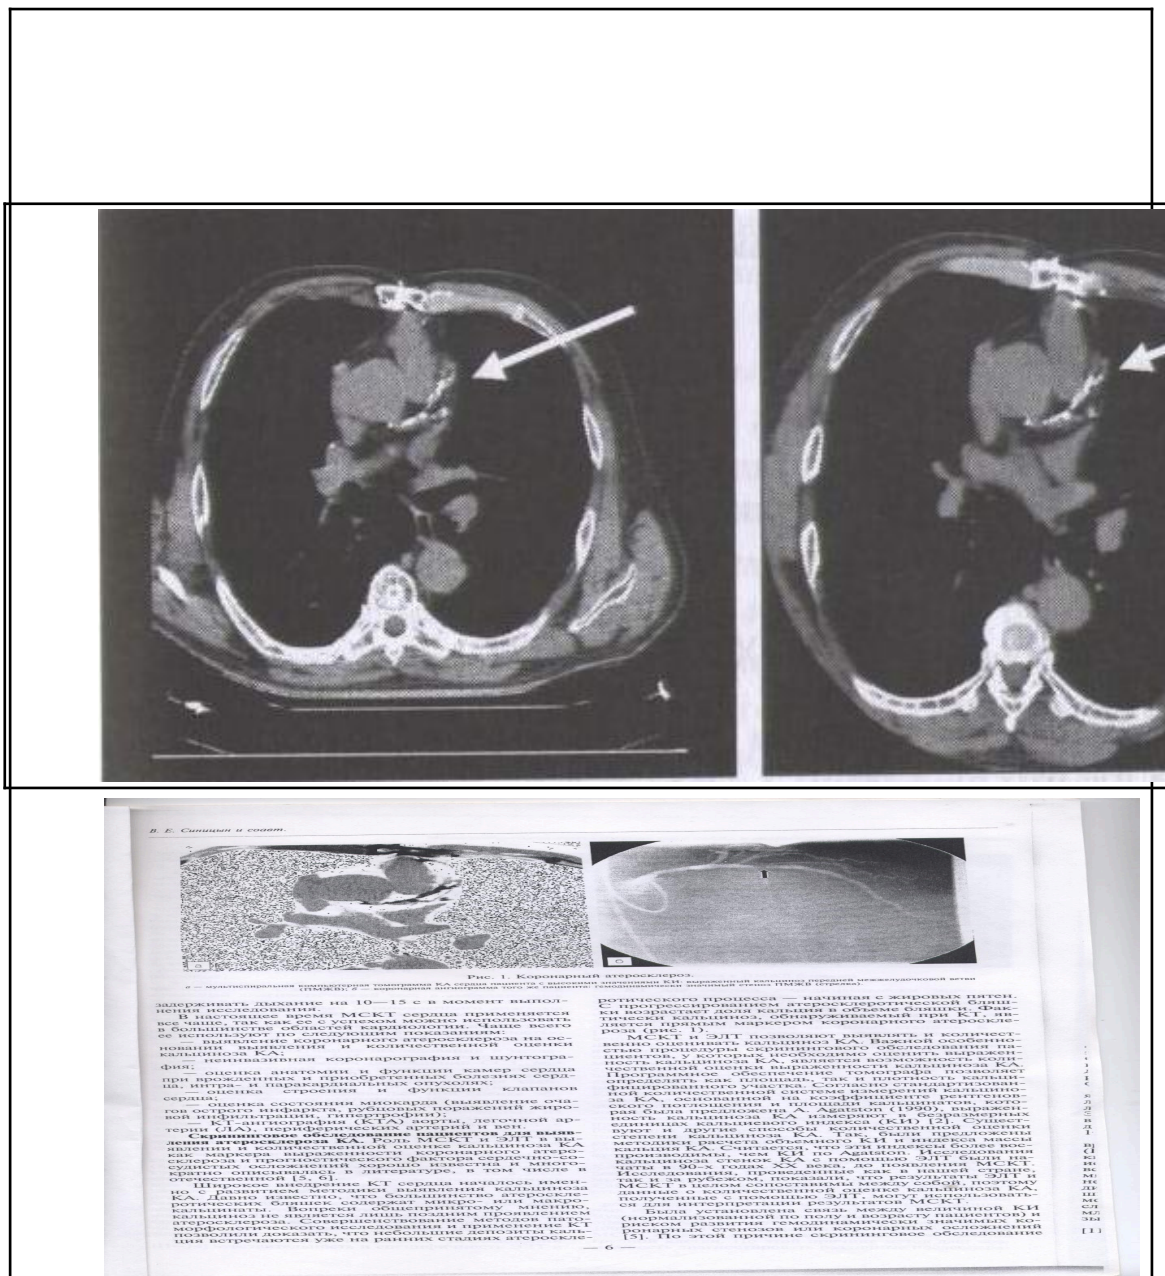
Мультиспиральная компьютерная томография коронарных артерий сердца:
